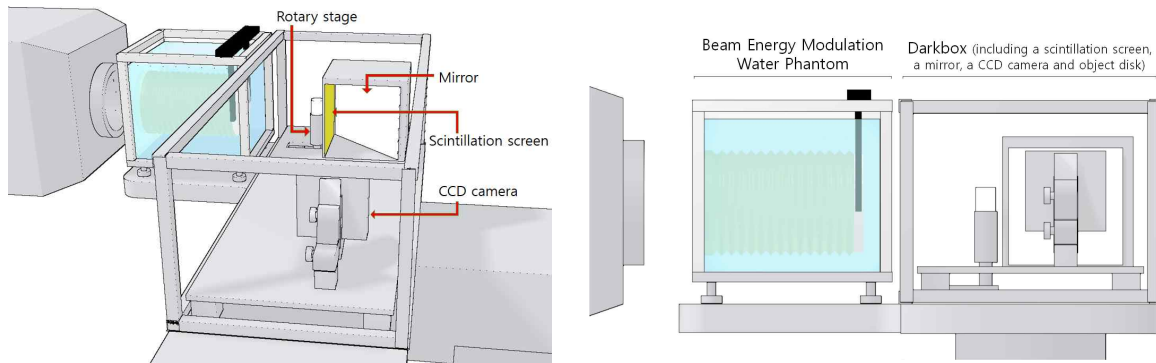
양성자 라디오그래피 및 CT 시스템 디자인. (좌) perspective view (우) left view
